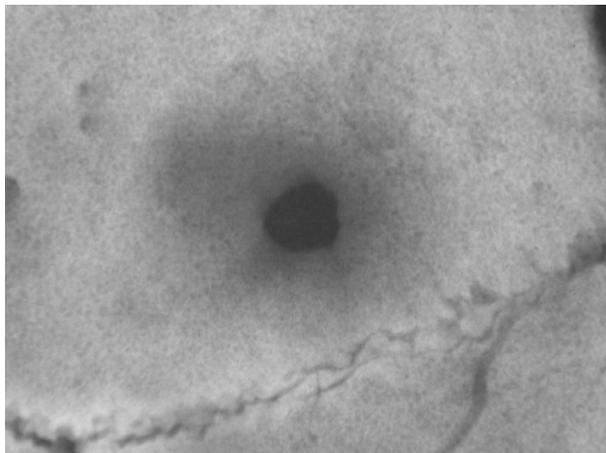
Sion, Sous-le-Scex, tombe 436. Vue radiographique de la trépanation sur laquelle on remarque l'anneau marginal de densification osseuse caractéristique de la cicatrisation.
